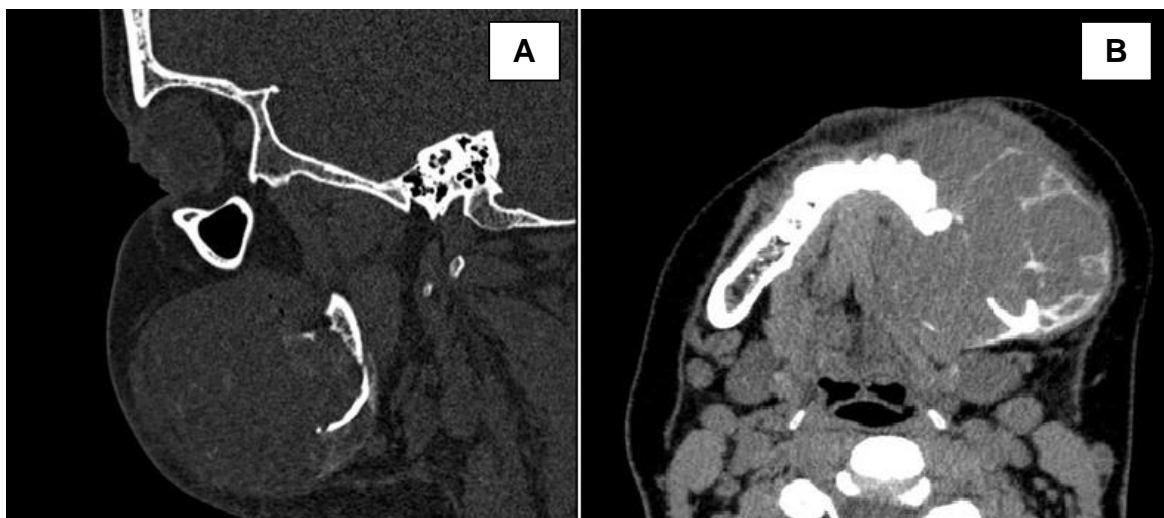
Tomografia Computadorizada de face. Corte sagital (A). Corte axial (B).
